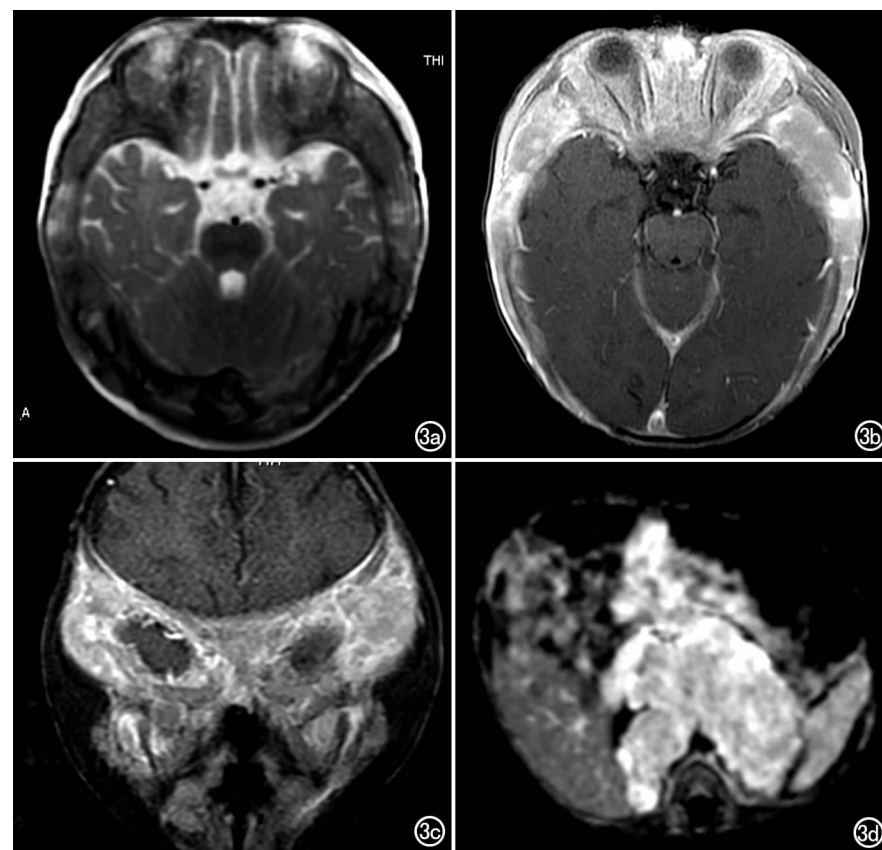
神经母细胞瘤颅骨转移 MRI 扫描。a) T₂WI 示双侧颞骨、双侧蝶骨大翼、双侧眼眶广泛骨质破坏,颅板内可见弧形稍高信号软组织肿块;b) 横轴面增强扫描示软组织肿块呈不均匀明显强化;c) 冠状面增强扫描示双侧面部、颞部软组织呈广泛不均匀强化,脑膜增厚、强化;d) 腹部增强 MRI 显示腹膜后软组织肿块呈明显不均匀强化,包绕和推移腹膜后血管。
